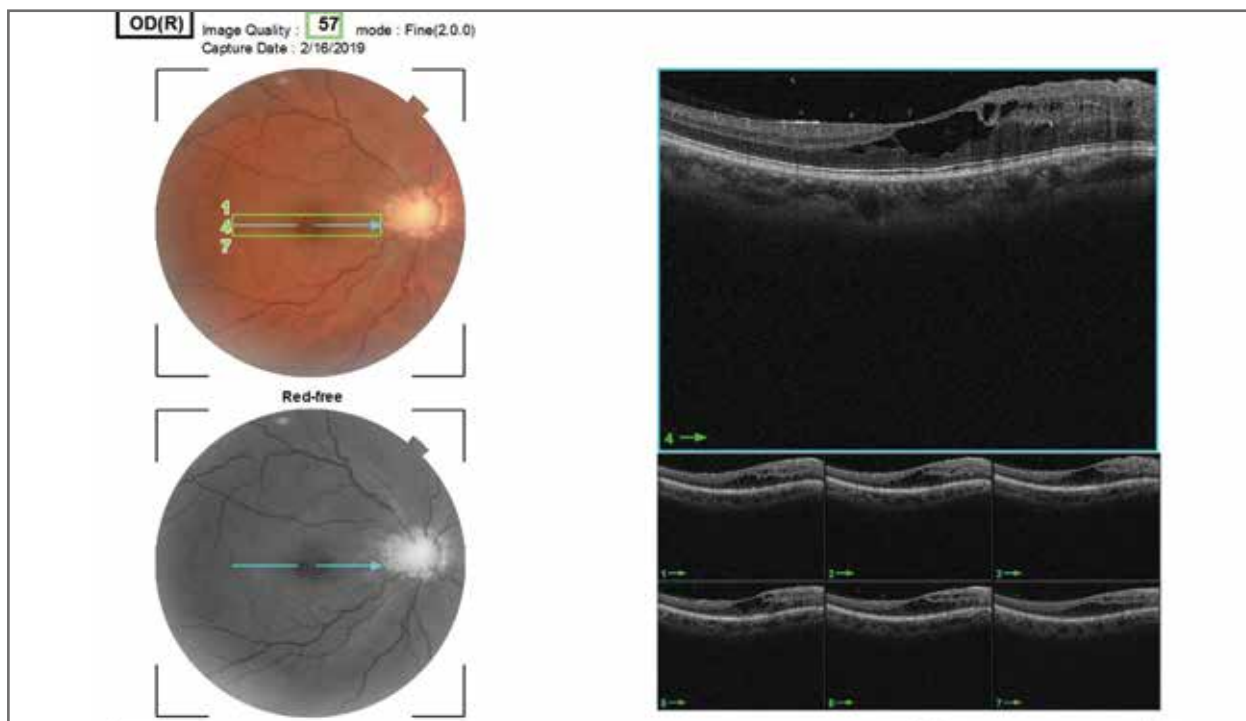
Tomografía de coherencia óptica corte macular en OD. Se muestra una alteración de aspecto quístico en el perfil anterior hiporreflectante de la región foveal con leve retinosquiasis y un EPR y capa de fotorreceptores conservada.
